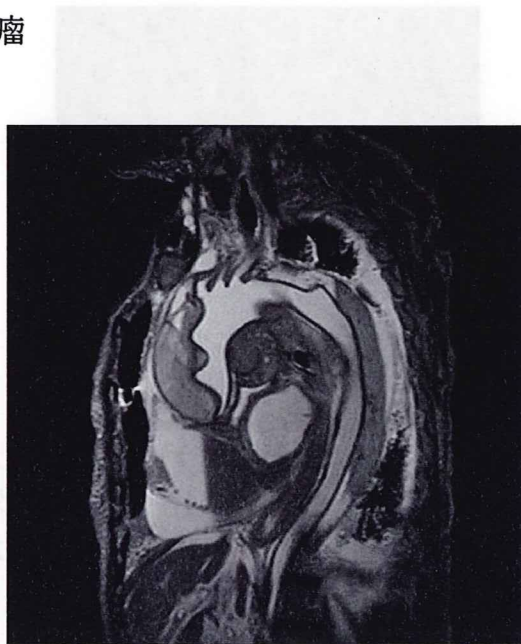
80歳代の女性。心窩部痛と呼吸苦で来院し、心配停止に至った急死例。遺体のMRI画像である。上行大動脈から大動脈弓部における大動脈の解離がきれいに描出されている。
